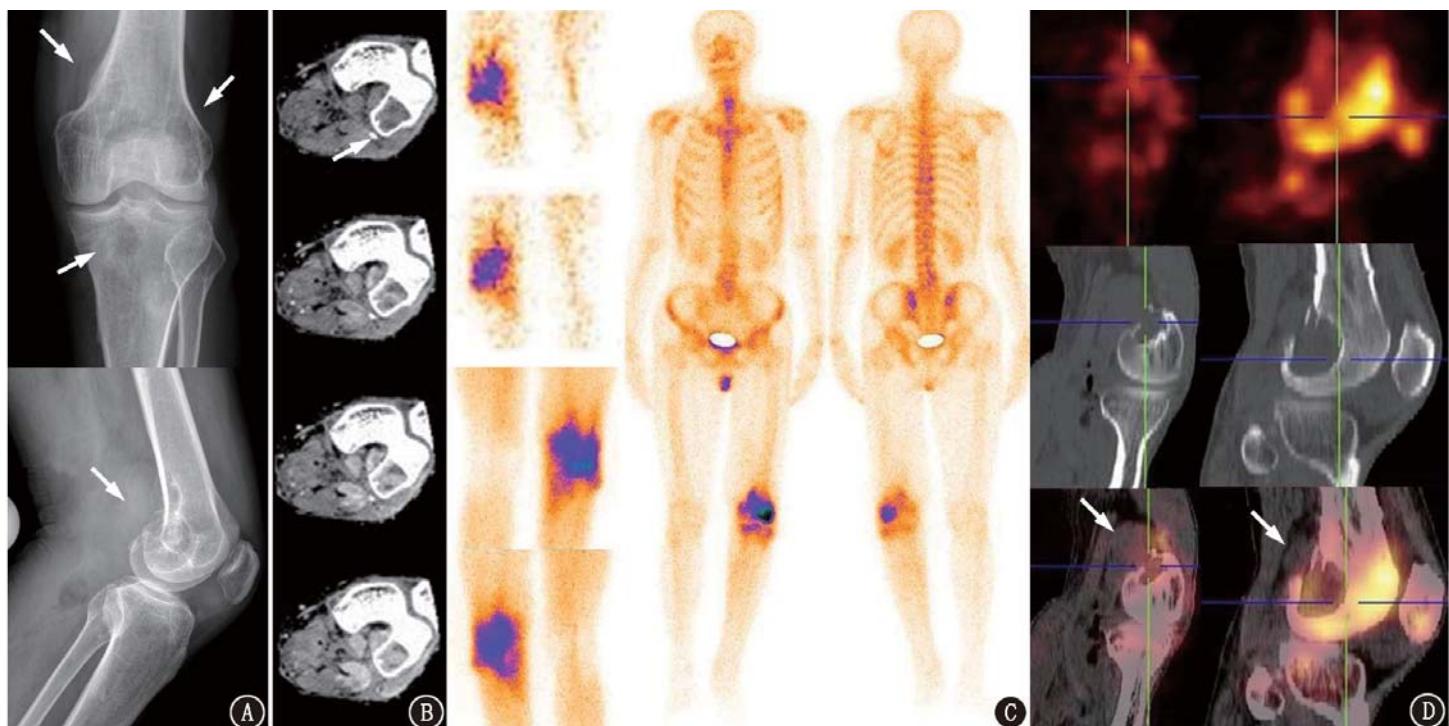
色素沉着绒毛结节性滑膜炎(PVNS)患者(男,54岁;病例1)影像学检查图(箭头及十字交叉示病灶)。A.左膝X线平片(上为正位,下为侧位)示股骨远端及胫腓骨近端多发囊状低密度,部分突出于骨外;腘窝内见多发囊状低密度;B.左膝增强CT示动脉期、静脉期及平衡期较平扫呈不均匀强化;C.血流相、血池相及全身骨显像示左膝血供增强、软组织充血及骨代谢活跃;D. SPECT/CT显像示腘窝部多发结节状软组织影,部分侵及股骨远端及胫腓骨近端,邻近骨质硬化伴放射性摄取增强
